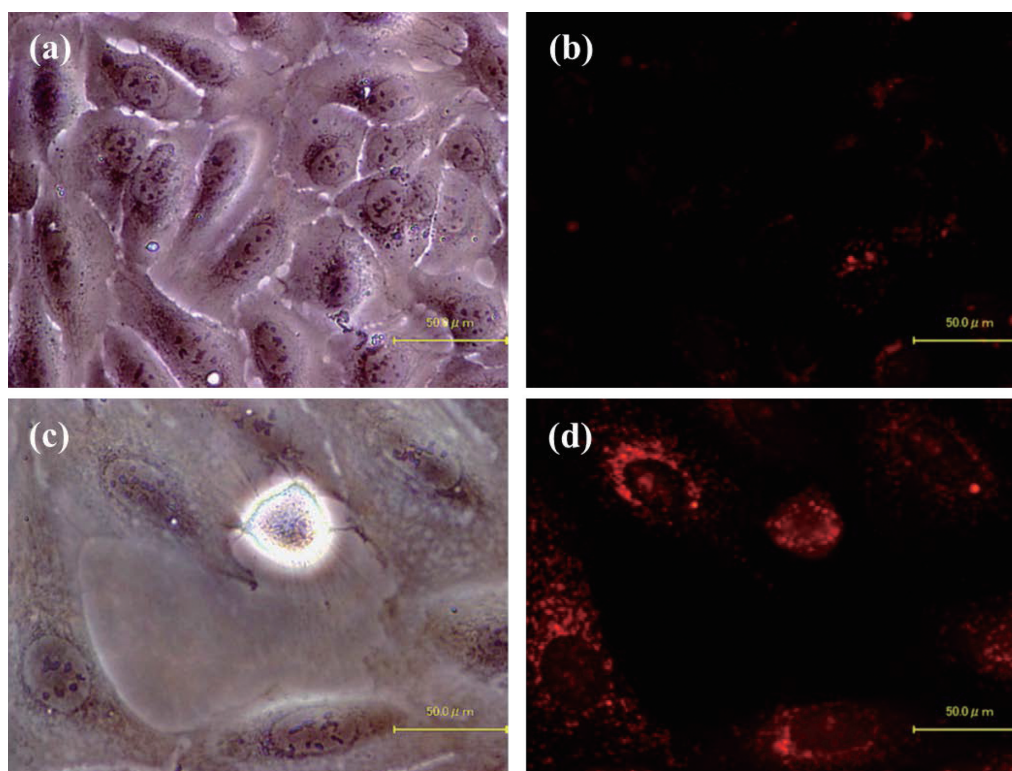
X-Irradiation induced autophagy in RFP-LC3 expressing U2OS cells. (a) and (b) RFP-LC3 expressing U2OS cells without irradiation. (c) and (d) RFP-LC3 expressing U2OS cells 5 days after exposure to 10 Gy of X-rays.
